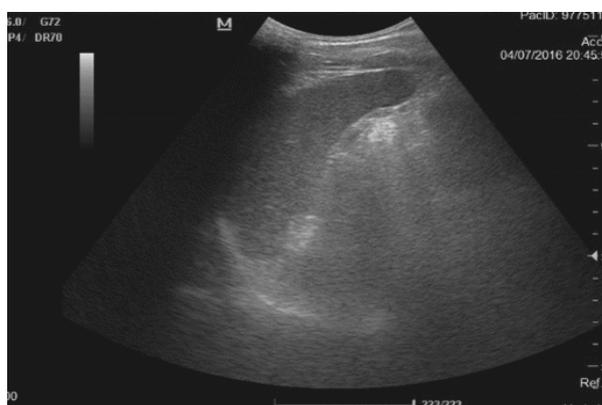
Ecografía: fino menisco de líquido libre peri esplénico.
